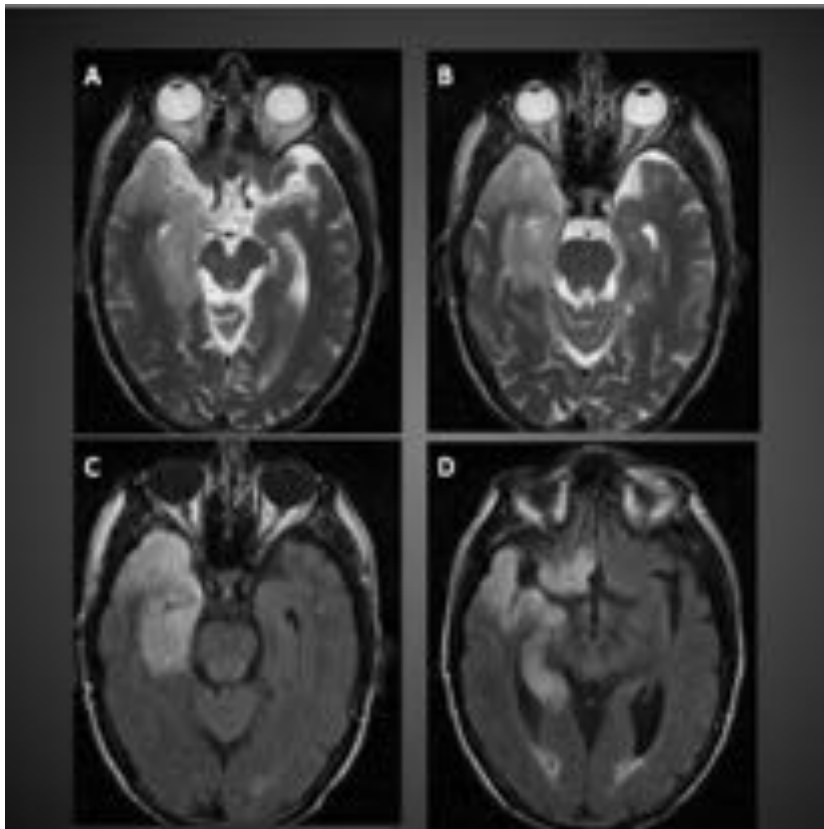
ENCEFALITIS HERPÉTICA. Engrosamiento parenquimatoso e hiperseñal en T2 y FLAIR del lóbulo temporal derecho con afectación de hipocampo y extensión a región frontobasal derecha y región insular.
